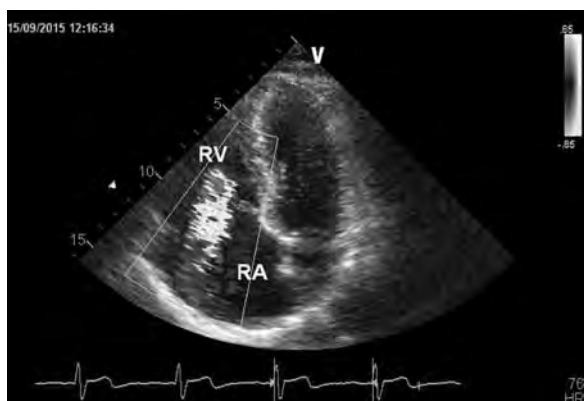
Proiezione quattro camere apicale in paziente con anomalia di Ebstein. Stima dell'entità del rigurgito tricuspide attraverso il colorDoppler: riscontro di rigurgito di grado severo.
